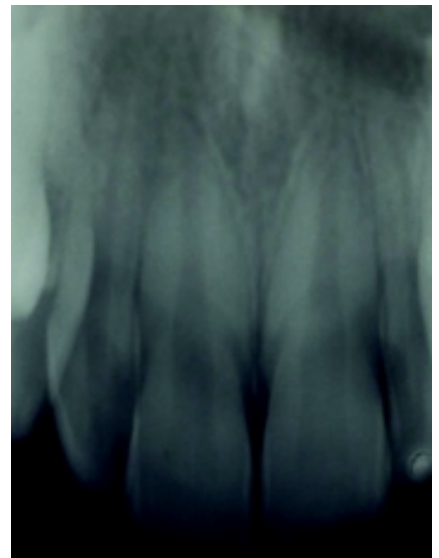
Control a mayor distancia: Radiografía de los incisivos superiores del paciente tomada después de 12 años de finalizado el tratamiento de protracción.
